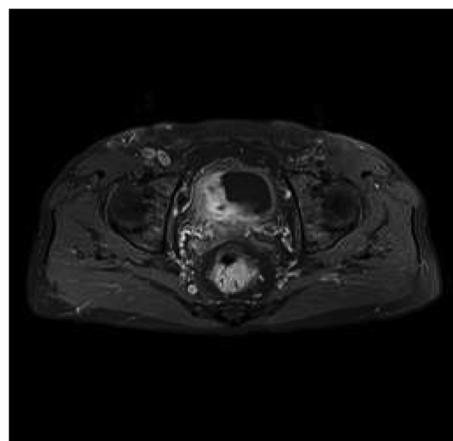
膀胱 MRI 增强扫描膀胱右侧壁肿瘤可见明显强化图
